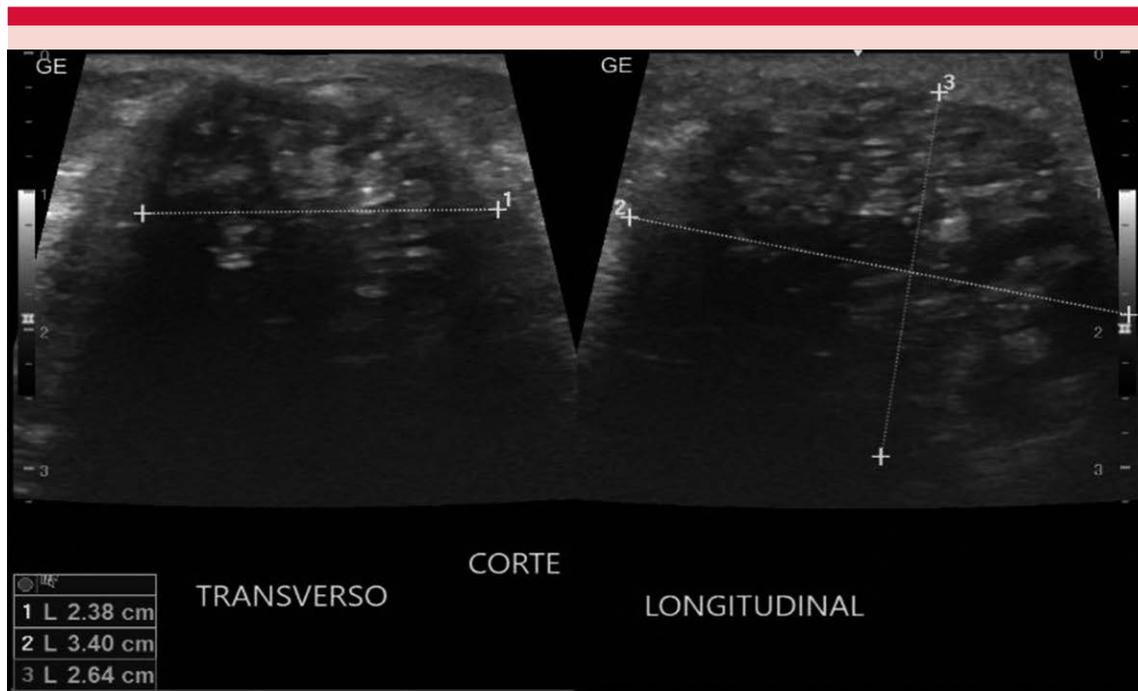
Ultrasonido abdominal que muestra una neoformación heterogénea de 23 x 34 x 26 mm con volumen de 11 mm.
